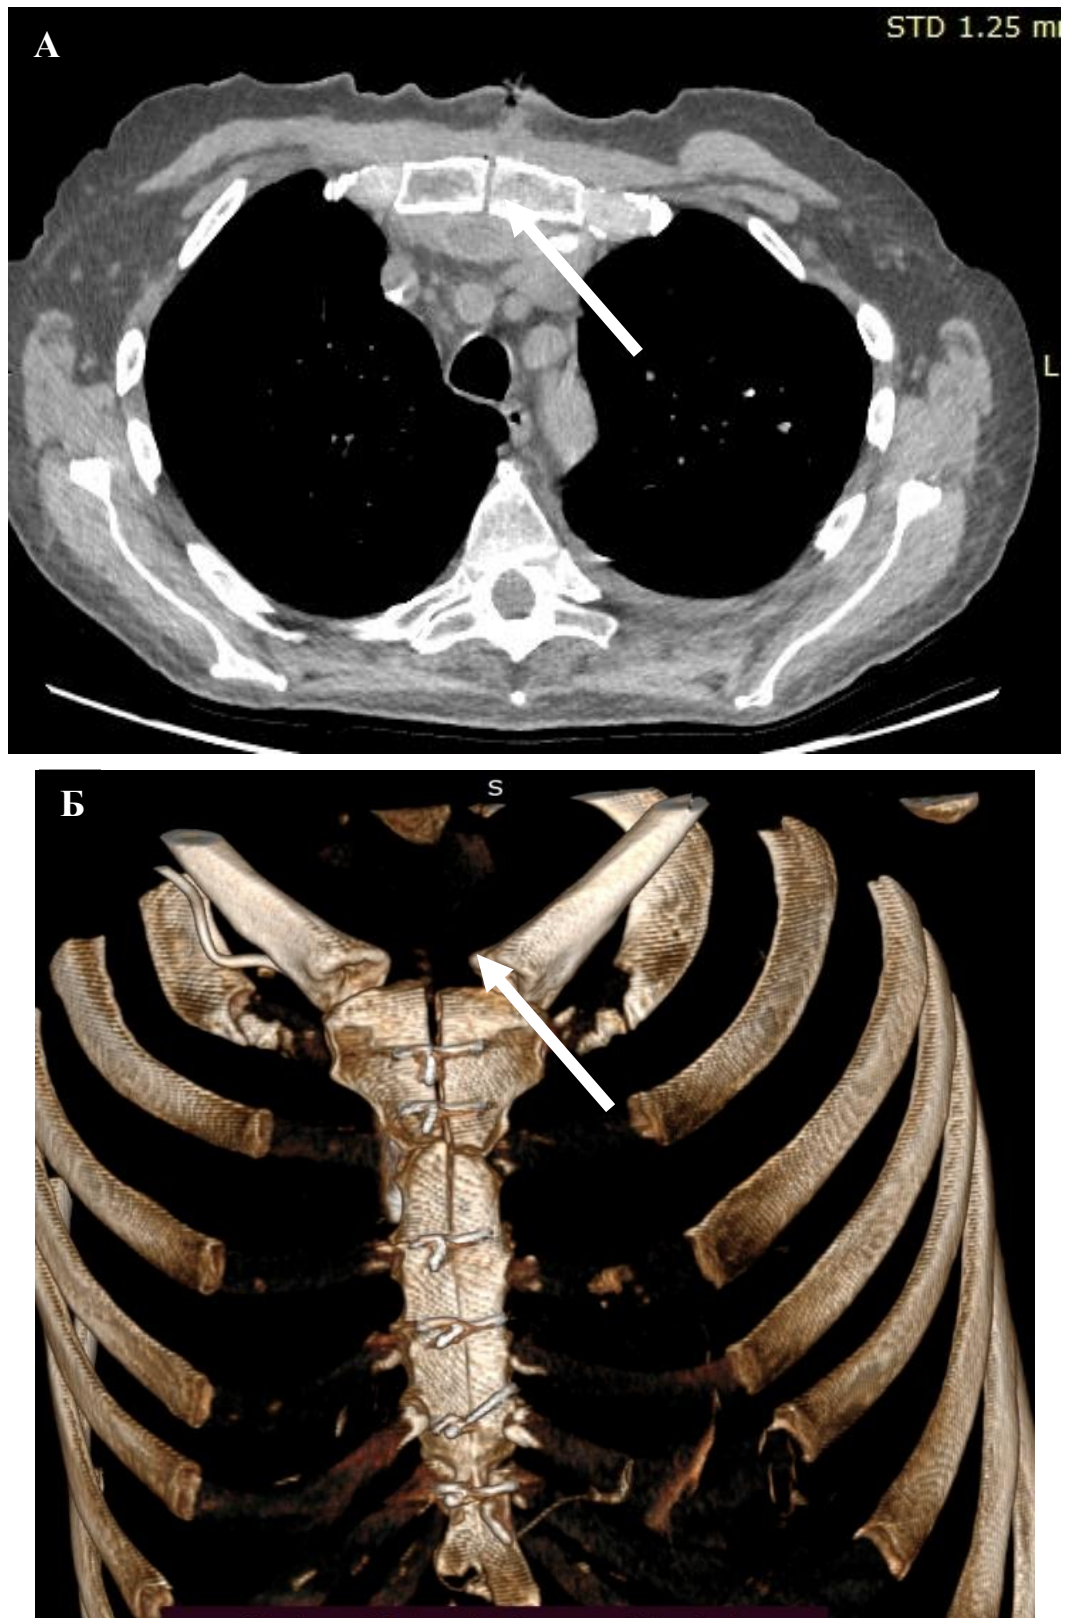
Мультиспиральная компьютерная томография грудной клетки (стерномедиастинит Шб тип): А – поперечный срез, Б – фронтальный срез (стрелками указан диастаз рукоятки грудины)
